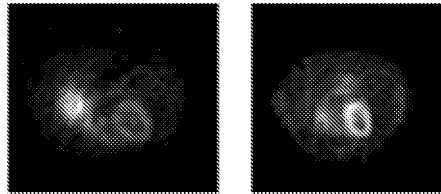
Beispiele für Schichten aus den verwendeten dSPECT-Datensätzen mit Aktivitätserhöhung in der Leberregion (links) und im linken Ventrikel (Mitte rechts).
